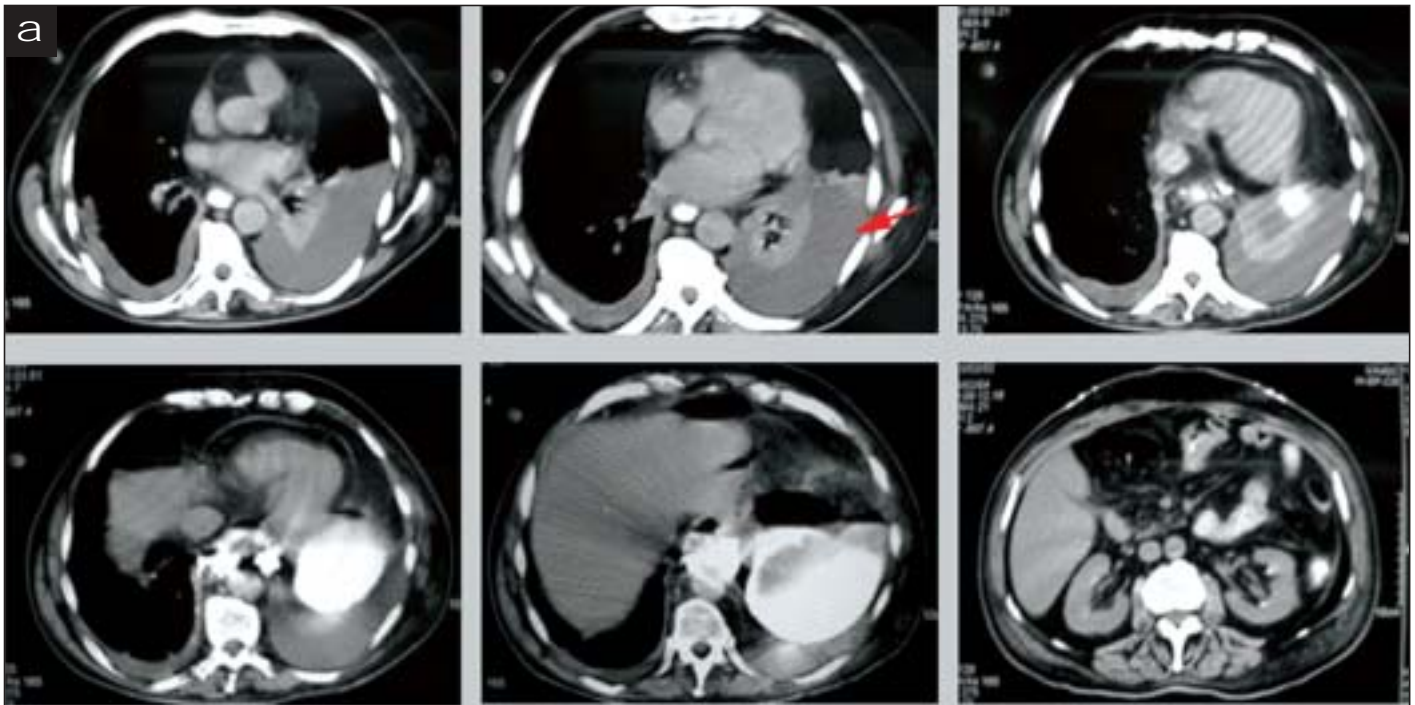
a: serie de cortes de la TAC practicada el sexto día, donde se evidencia el absceso subfrénico izquierdo (flecha). b: corte coronal de la misma exploración.
